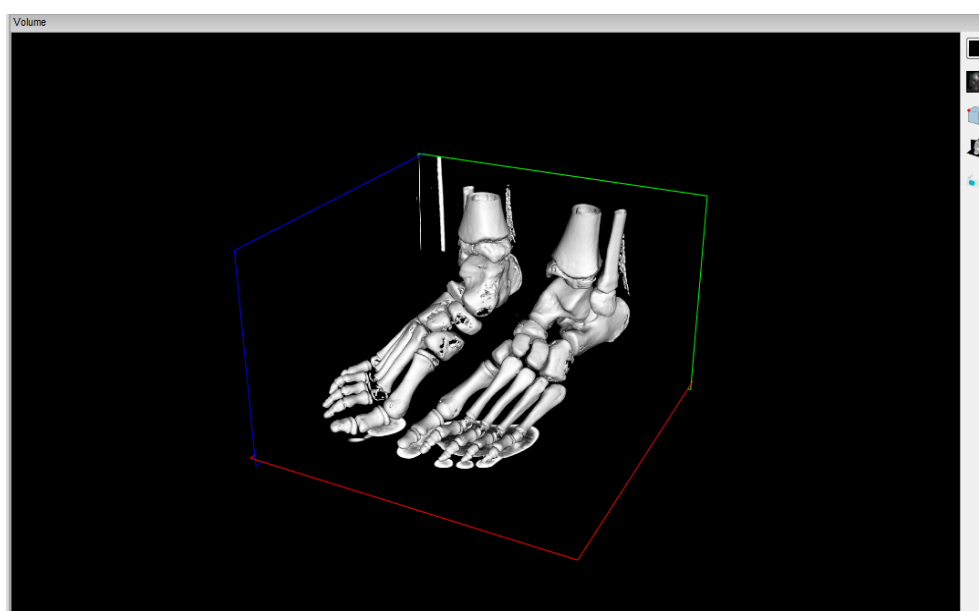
Imagem 3D com separação do osso das demais estruturas biológicas reconstruídas de imagens de TC.
